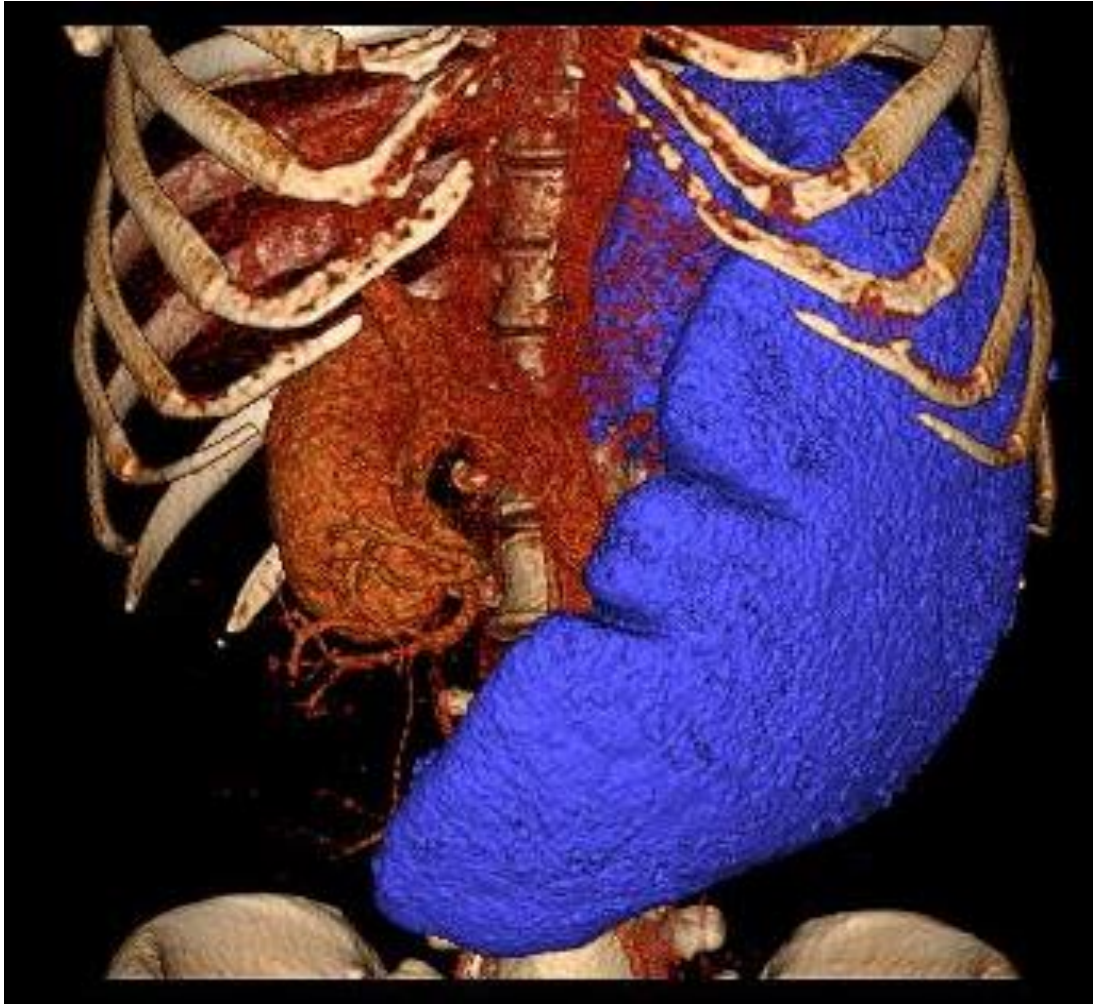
КТ органов брюшной полости с внутривенным контрастированием и 3D моделированием. Цирроз печени. Гиперспленизм.
